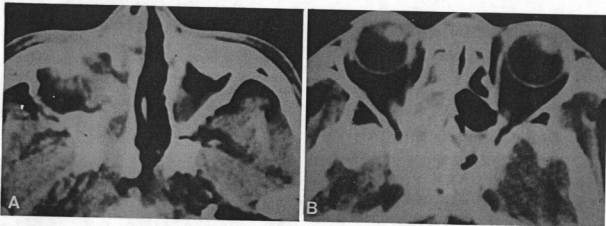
Preoperative axial CT scan of first operation. Inhomogeneous soft tissue density mass is filled with right maxillary sinus(A) and ethmoid sinus(B).
